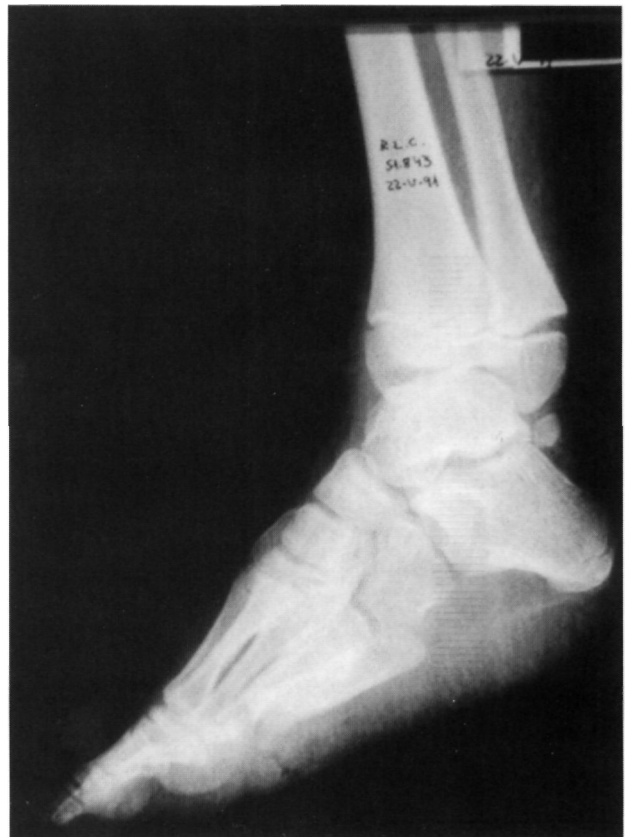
Radiografía simple de la lesión inicial.
